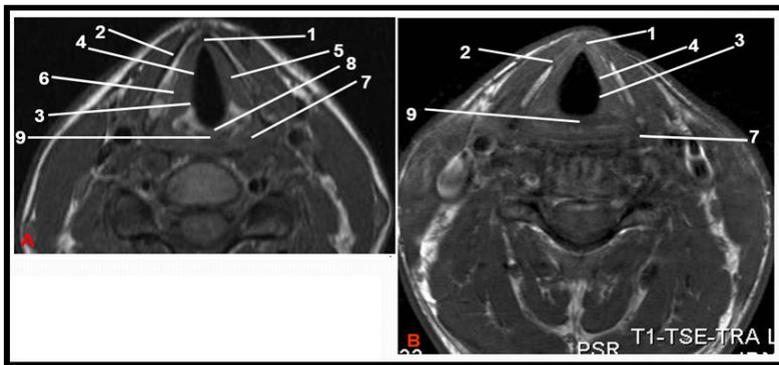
Coupes axiales pondérées T1 passant par le plan glottique (A : IRM 1.5T ; B : IRM 3T; 2 patients ≠) (40,41).
